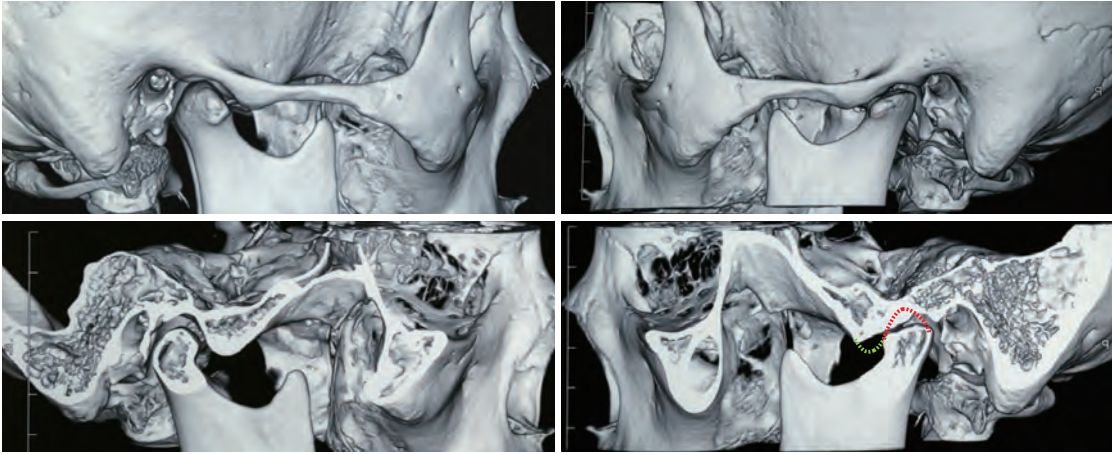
30년 전부터 좌측 턱관절의 둔통과 두통, 목의 통증으로 괴로움을 겪어왔던 환자의 3차원 CT 영상.
